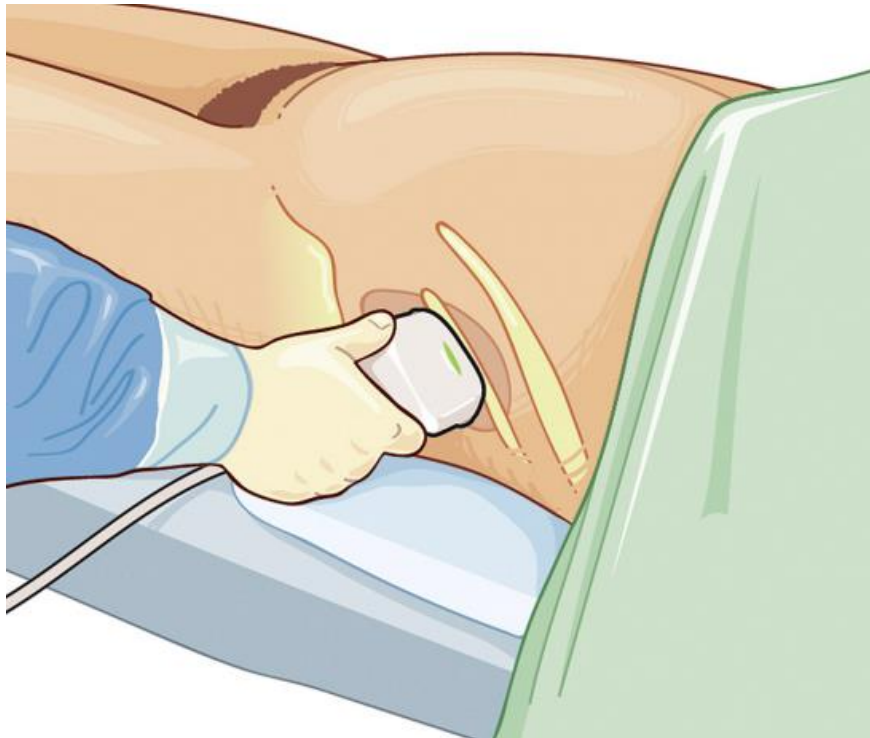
Positionnement de la sonde d'échographie[148].
